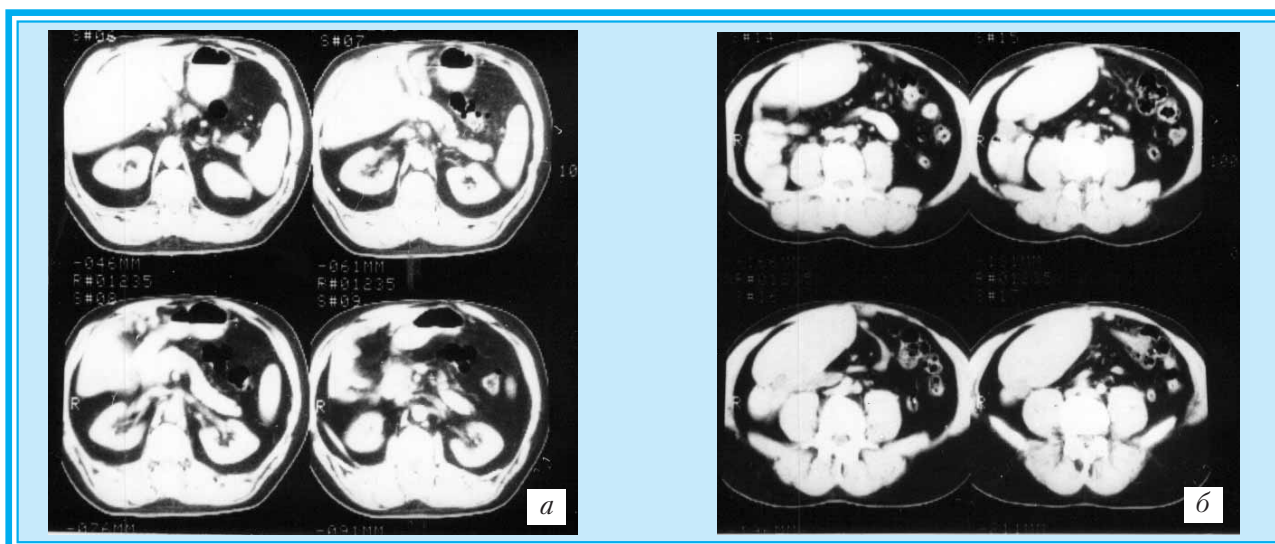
а, б. Компьютерная томограмма больного Г. (Объяснение в тексте)
